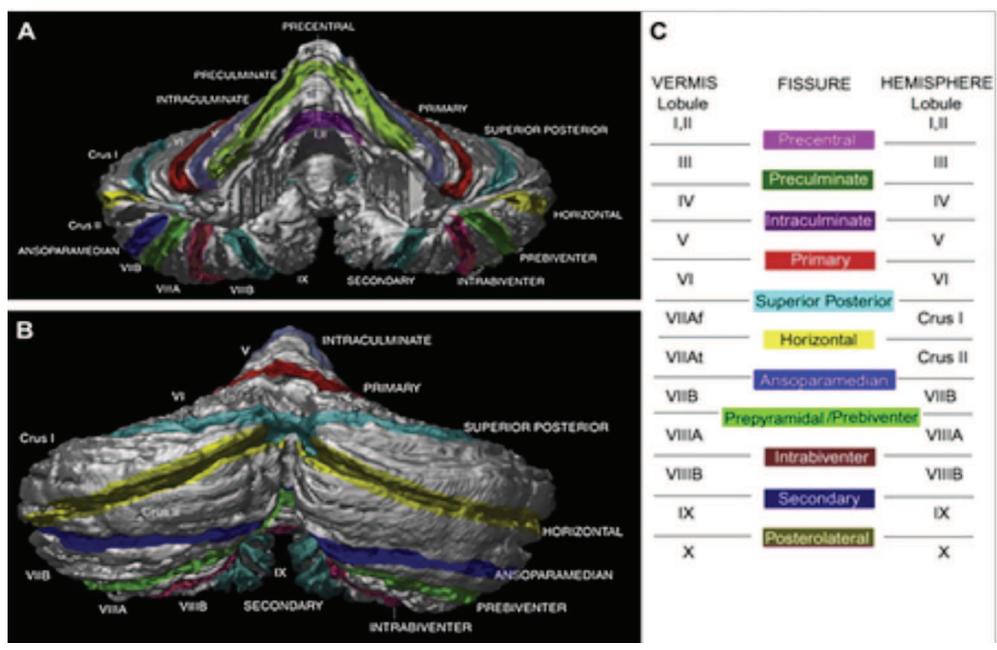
Reconstructions 3D à partir d'images IRM des surfaces externes du cervelet
